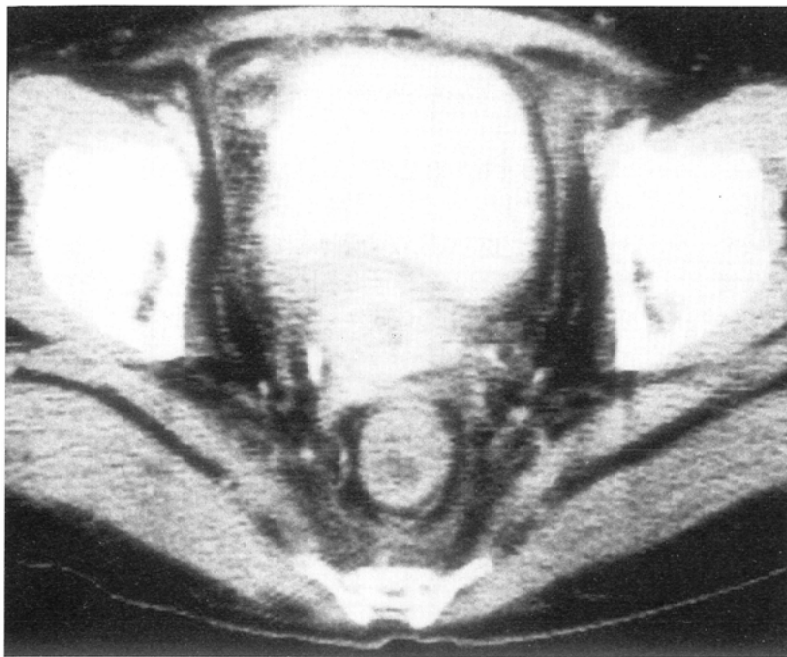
Case 4. A 49-year-old woman with local recurrence diagnosed by cytology. Fourteen days after BOAI, she complained of an induration in the right buttock and numbness of the posterior aspect of the right thigh. CT shows increased density of the subcutaneous fat tissue of the right buttock.
